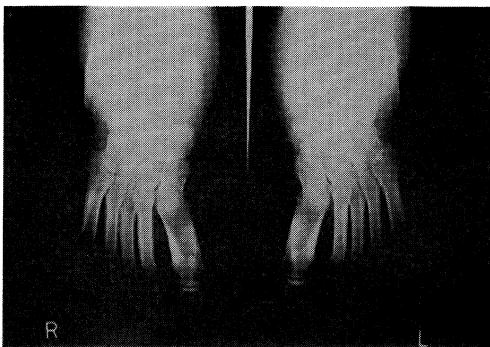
X-Ray picture of the ankle joints shows prominent enlargement of subcutaneous tissues around the joints.
